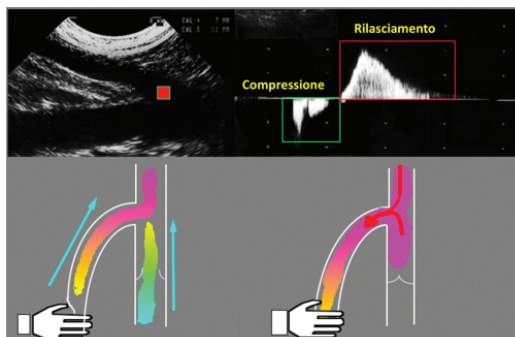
Drenaggio di un sistema safenico refluyente: anterogrado durante la compressione della manovra di squeezing, e retrogrado con salto di compartimento durante il rilasciamento muscolare. Notare che il volume Doppler campione va posizionato sul versante femorale della valvola safeno femorale (quadratinino rosso) per essere certi che il reflusso si accompagna ad una risalita di sangue dal compartimento profondo.
